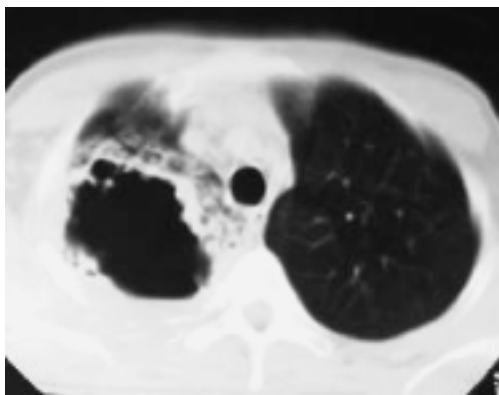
Caso 35: Imagen de TC, corte axial, con ventana pulmonar, donde se demuestra lesión cavitada única, apical, derecha, con nivel hidroaéreo, con afectación parenquimatosa adyacente por efecto compresivo secundario a lo que se estableció como Bula infectada, posibilidad diagnóstica primaria.
